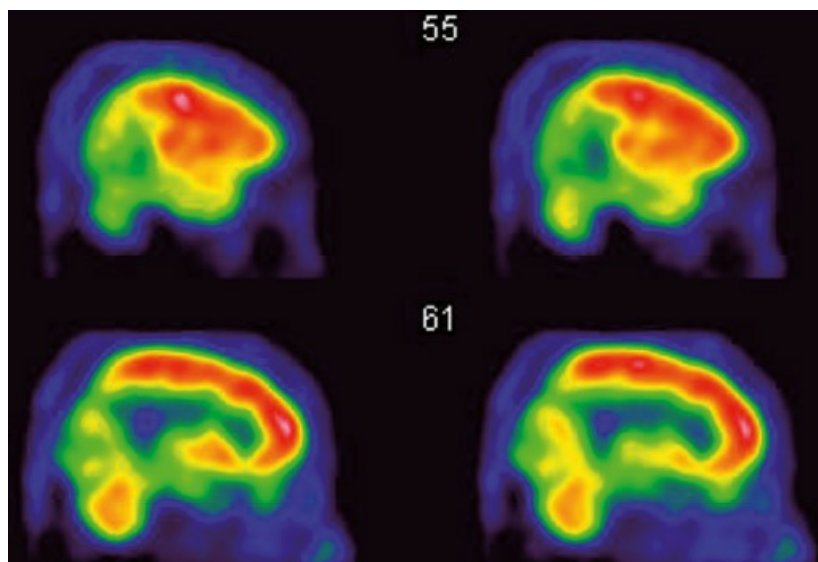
PET com FDG de um paciente de 72 anos com flutuação do nível de consciência, alucinações visuais e quedas. As imagens demonstram acentuada redução do metabolismo no córtex visual.
